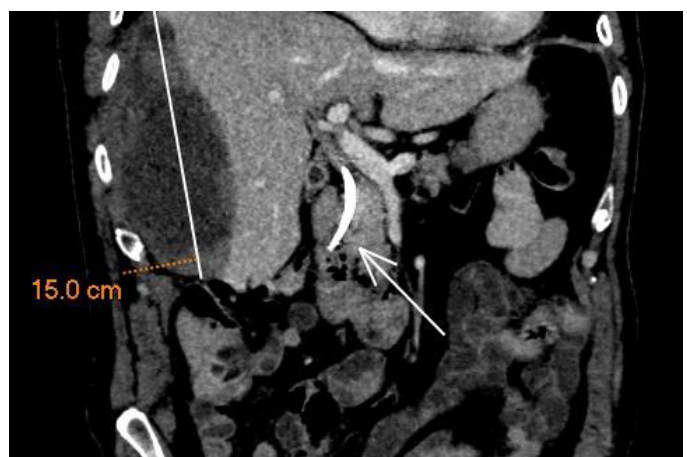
Imagen en plano coronal de TC de abdomen con contraste intravenoso en el que se observa el voluminoso hematoma subcapsular hepático de hasta 15 cm de longitud craneocaudal. Asimismo se observa prótesis en colédoco.
